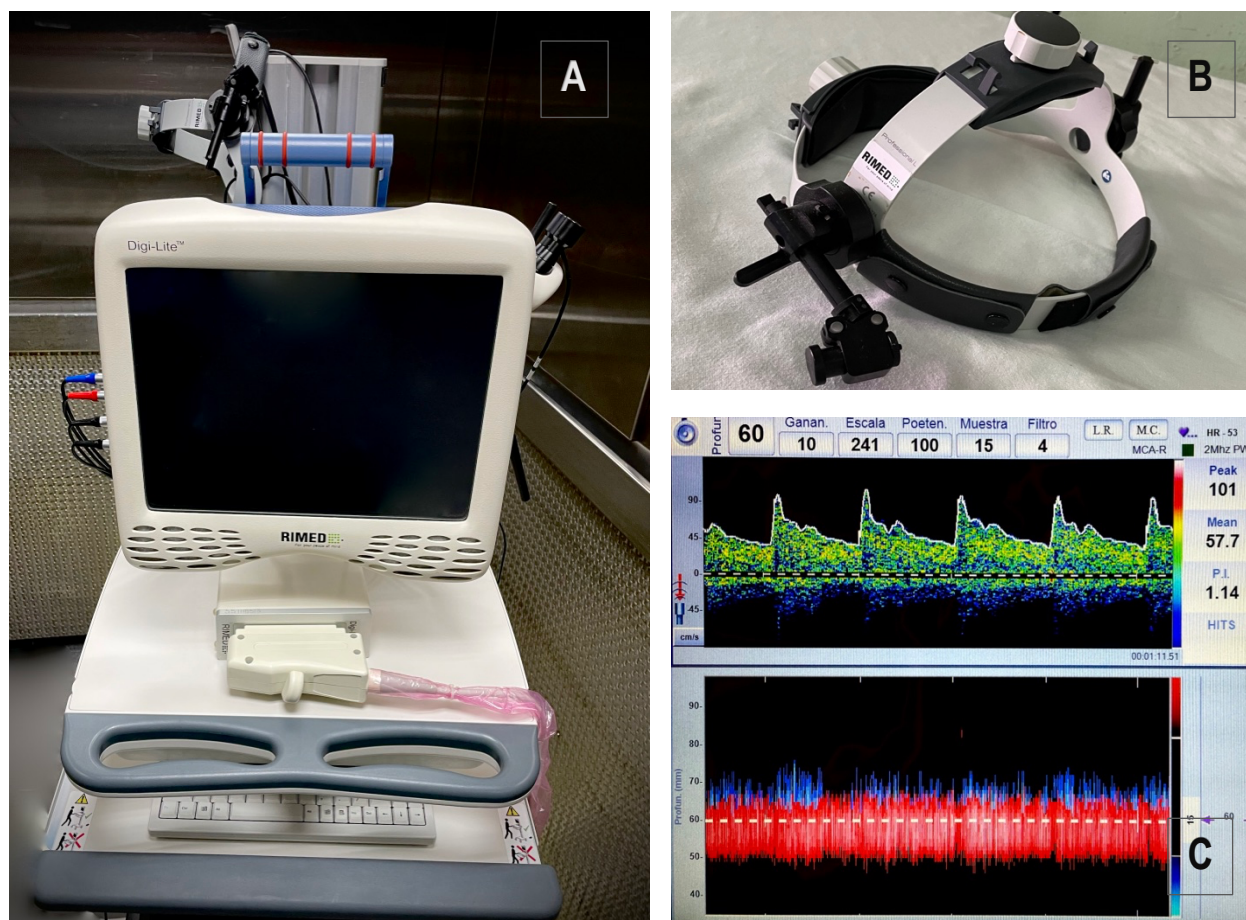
Se ejemplifica en esta imagen un equipo de ecografía Doppler transcraneal a ciegas, en la figura B) se muestra un casco de monitoreo continuo y también la pantalla de visualización de datos obtenidos
